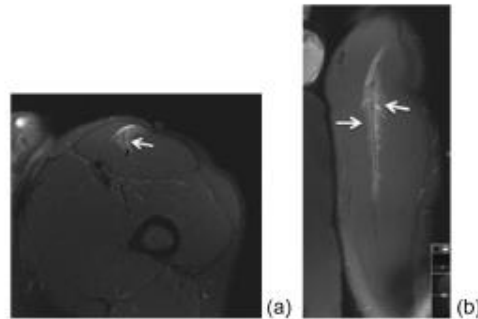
(Grade 2f) Fat-suppressed T2-weighted MRI axial (a) and coronal (b) images showing a moderate feather-like edema (arrows) affecting the myotendinous junction with no gap.
